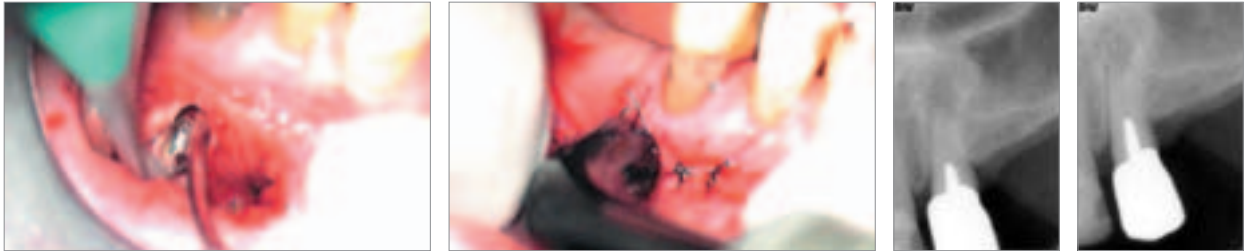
Apexverschluss. – Abb. 13: LLLT-Therapie zur Wundheilungsförderung. – Abb. 14: Röntgenbild post OP. – Abb. 15: Röntgenbild 30 Tage post OP.
